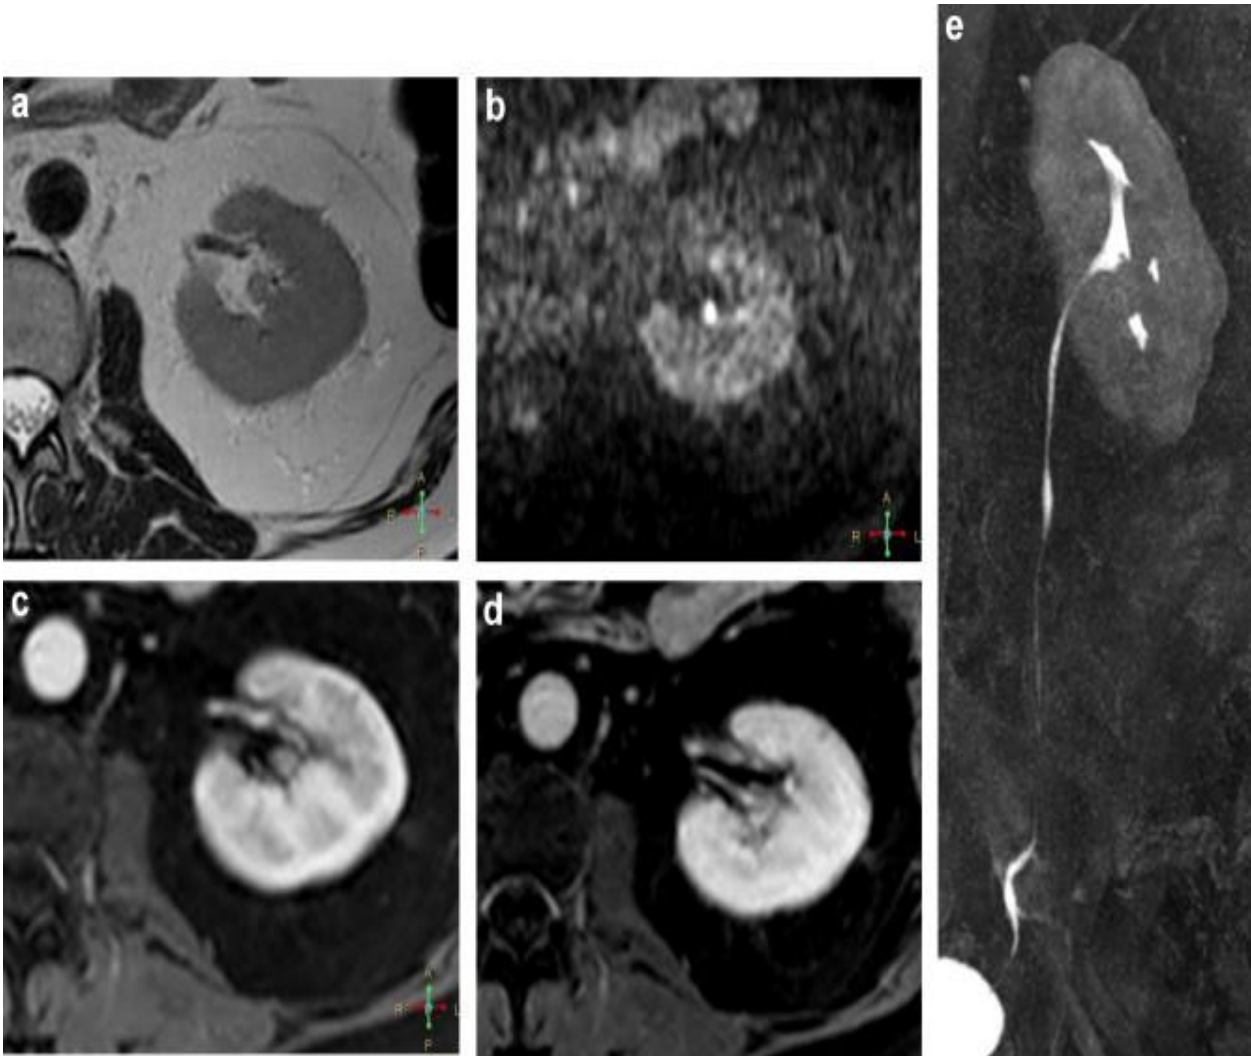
Imagerie IRM montrant une lésion localisée dans la tige calicielle inférieure gauche mal visible en T2(a), particulièrement bien en imagerie de diffusion (b). Cette lacune tissulaire peut être bien étudiée sur la série dynamique injectée au temps précoce (c), et tardif (d). L'image (e) montre une reconstruction MIP de l'ensemble de la voie excrétrice et l'occlusion de la tige calicielle inférieure.
